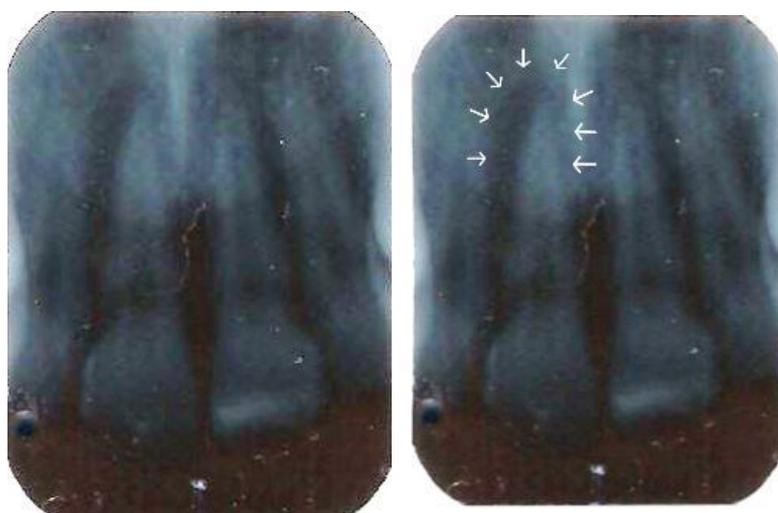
Radiografia periapical inicial dos dentes fraturados e restaurados
